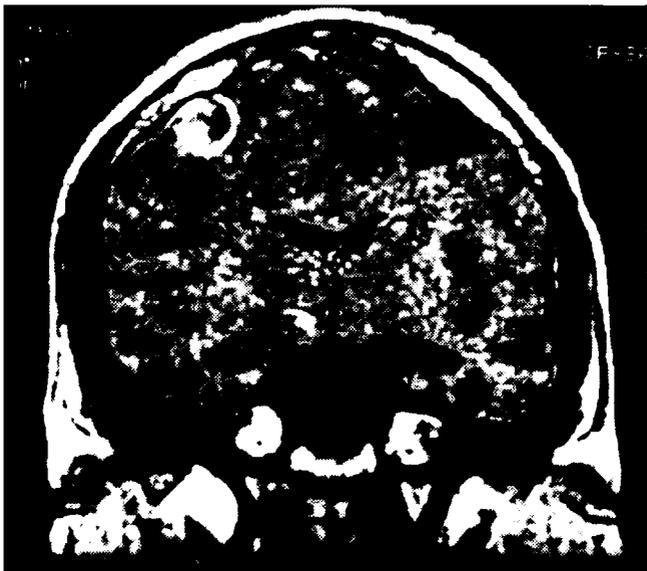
Paciente SF. RMN de cerebro (corte coronal): lesión frontal derecha con refuerzo anular con gadolinio; lesión peduncular derecha.
